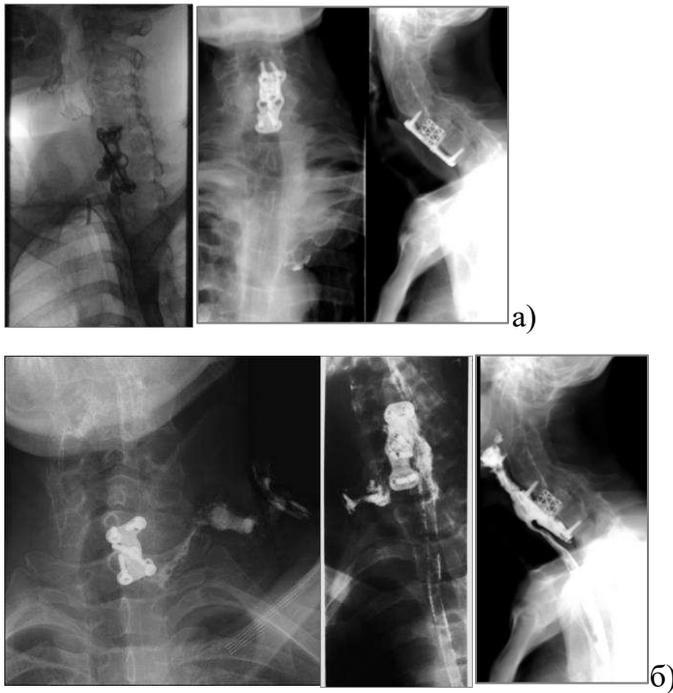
Рентгенограммы ШОП: а) обзорная в двух проекциях; б) контрастирование пищевода (объяснение в тексте)
